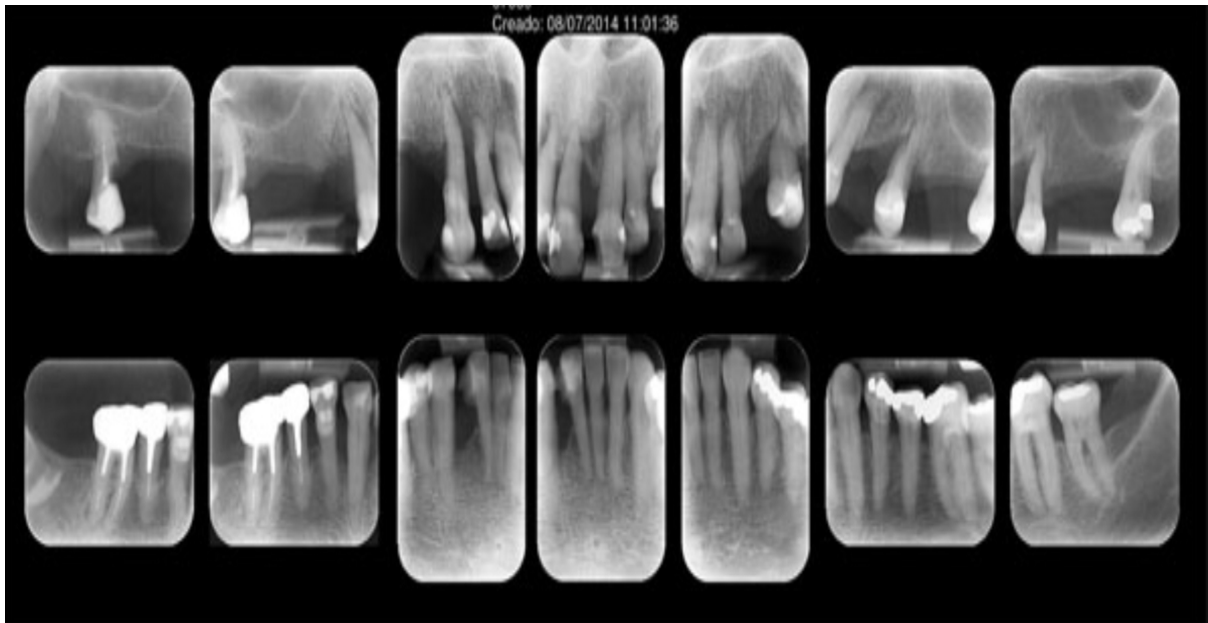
Tomada radiográfica periapical. Observar a perda óssea generalizada, principalmente no arco superior com muitos dentes já condenados a exodontia. Fonte: <http://www.ortociencia.com.br/Materia/Index/21493>
